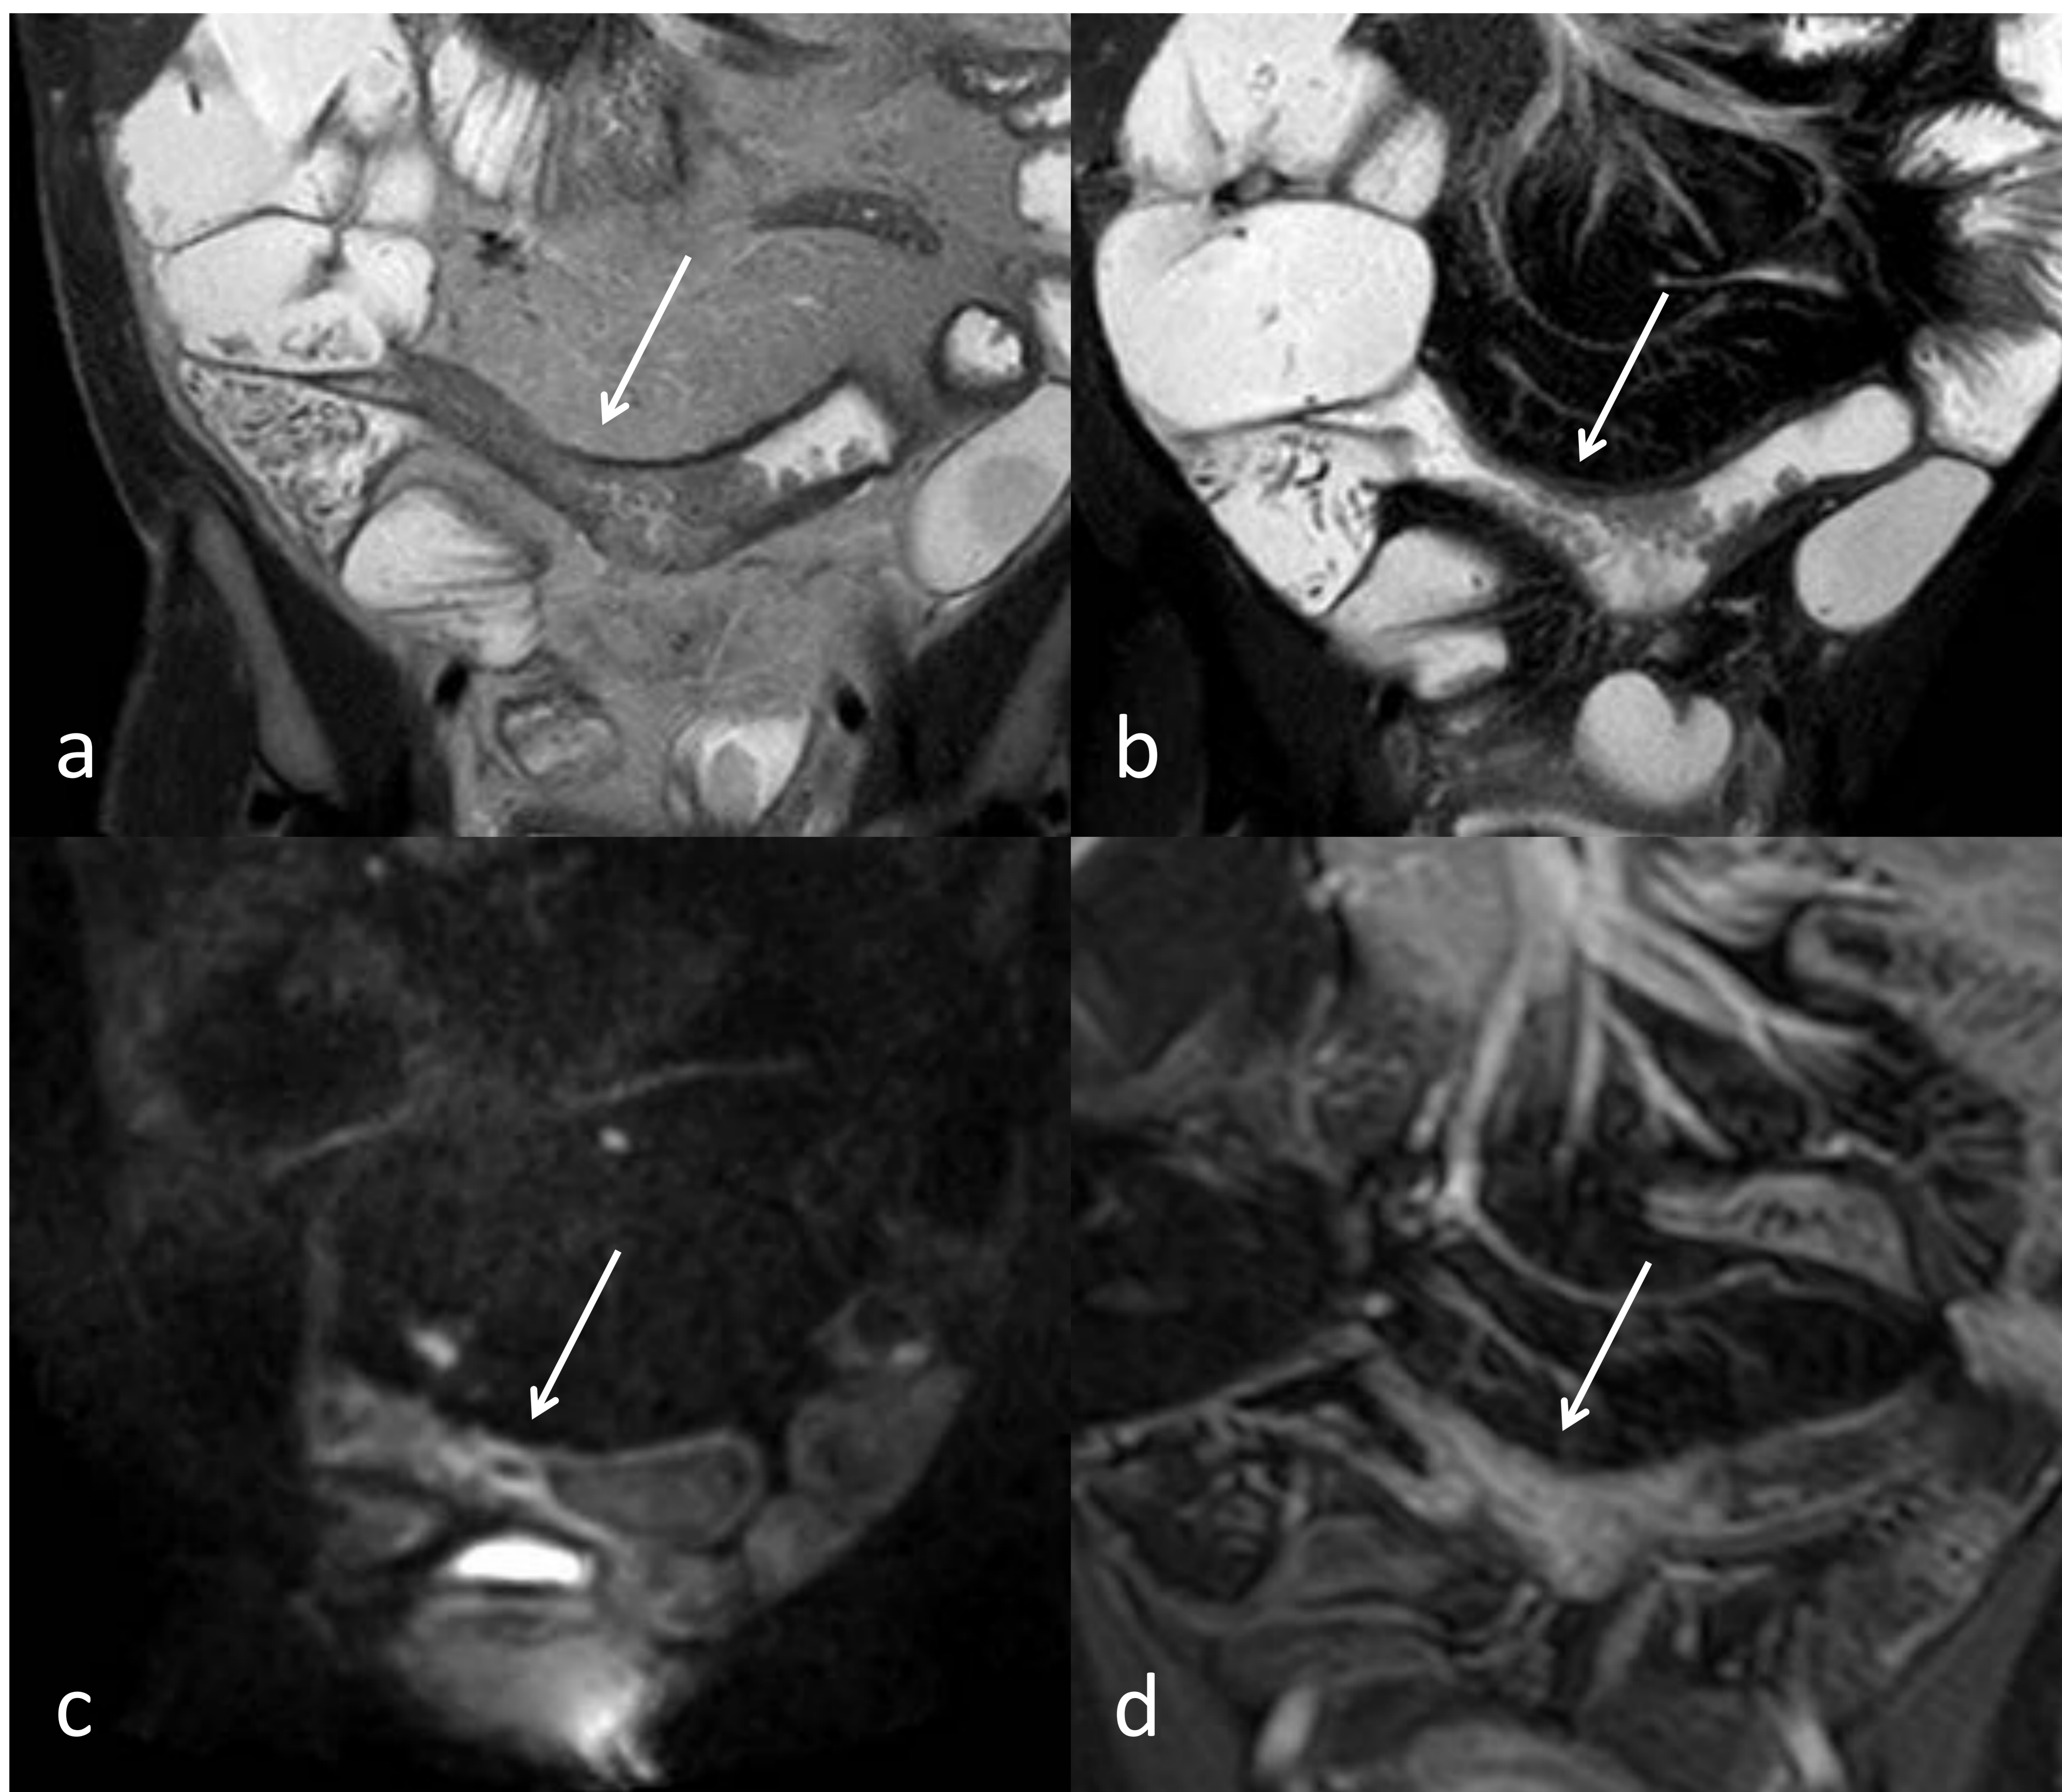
“a”; T2-TSE coronal, “b”; T2-SPAIR coronal, “c”; DWI coronal, “d”; T1-fat sat- dinámico venoso coronal. Afectación de íleon terminal con engrosamiento mucoso en empedrado (flechas blancas, figuras a y b) de un segmento que muestra restricción de la difusión (flecha roja figura c), e hipercaptación significativa transmural (flecha blanca figura d) compatible con enfermedad activa. Hospital General Universitario Ciudad Real.
